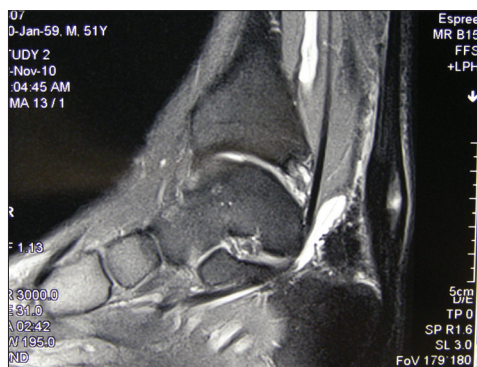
МРТ до операції в сагітальній площині
